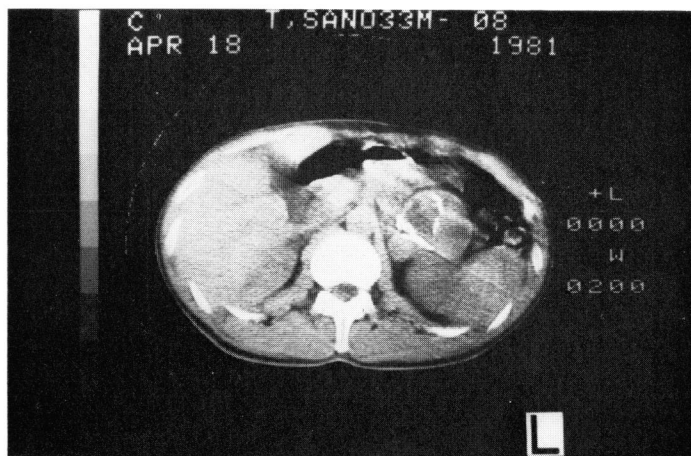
CT scan delineates a tumor with calcification in the left retroperitoneal space.
